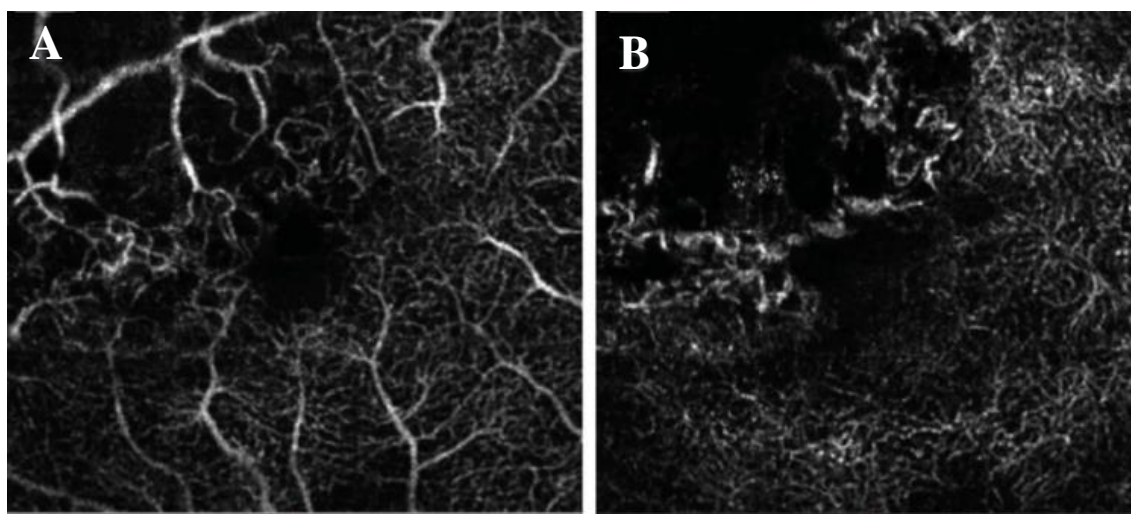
Angiogramas obtidos por OCTA. A e B mostram os plexos superficial e profundo, respetivamente. Verifica-se uma ORVR na arcada supero-temporal. Ambos mostram aumento da ZAF, áreas de hipoperfusão e MA difusos. Adaptado de Rispoli, M., Savastano, M. C. & Lumbroso, B. *Capillary Network Anomalies in Branch Retinal Vein Occlusion on Optical Coherence Tomography Angiography*. *Retina* 35, 2332–2338 (2015)
